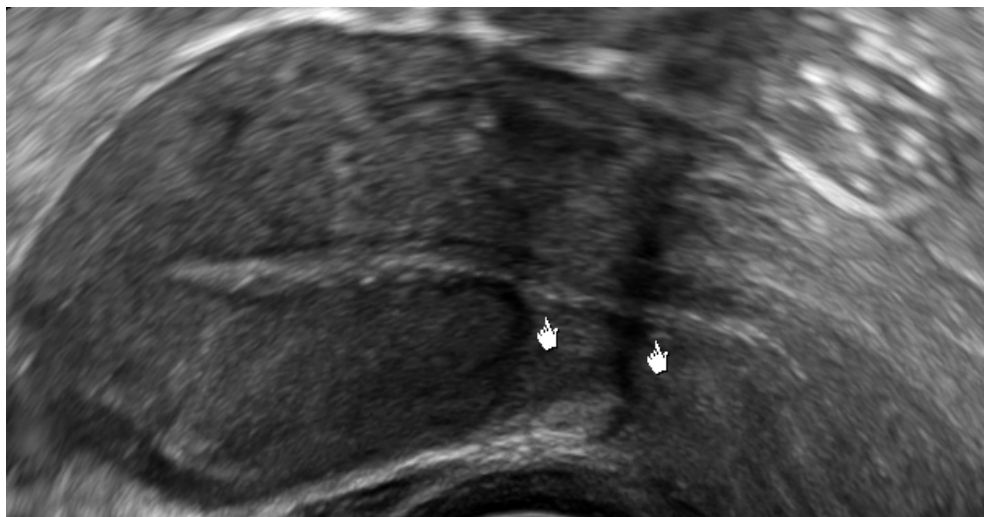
Sonographische Darstellung einer Doppelnarbenbildung im unteren Uterinsegment bei St.n. Re-Sectio caesarea.
